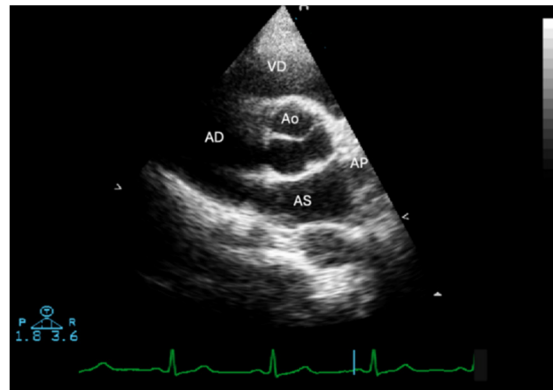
Incidență parasternală ax scurt la nivelul vaselor mari; Ao – aortă, AS – atriu stâng, VD – ventricul drept, AP – arteră pulmonară
